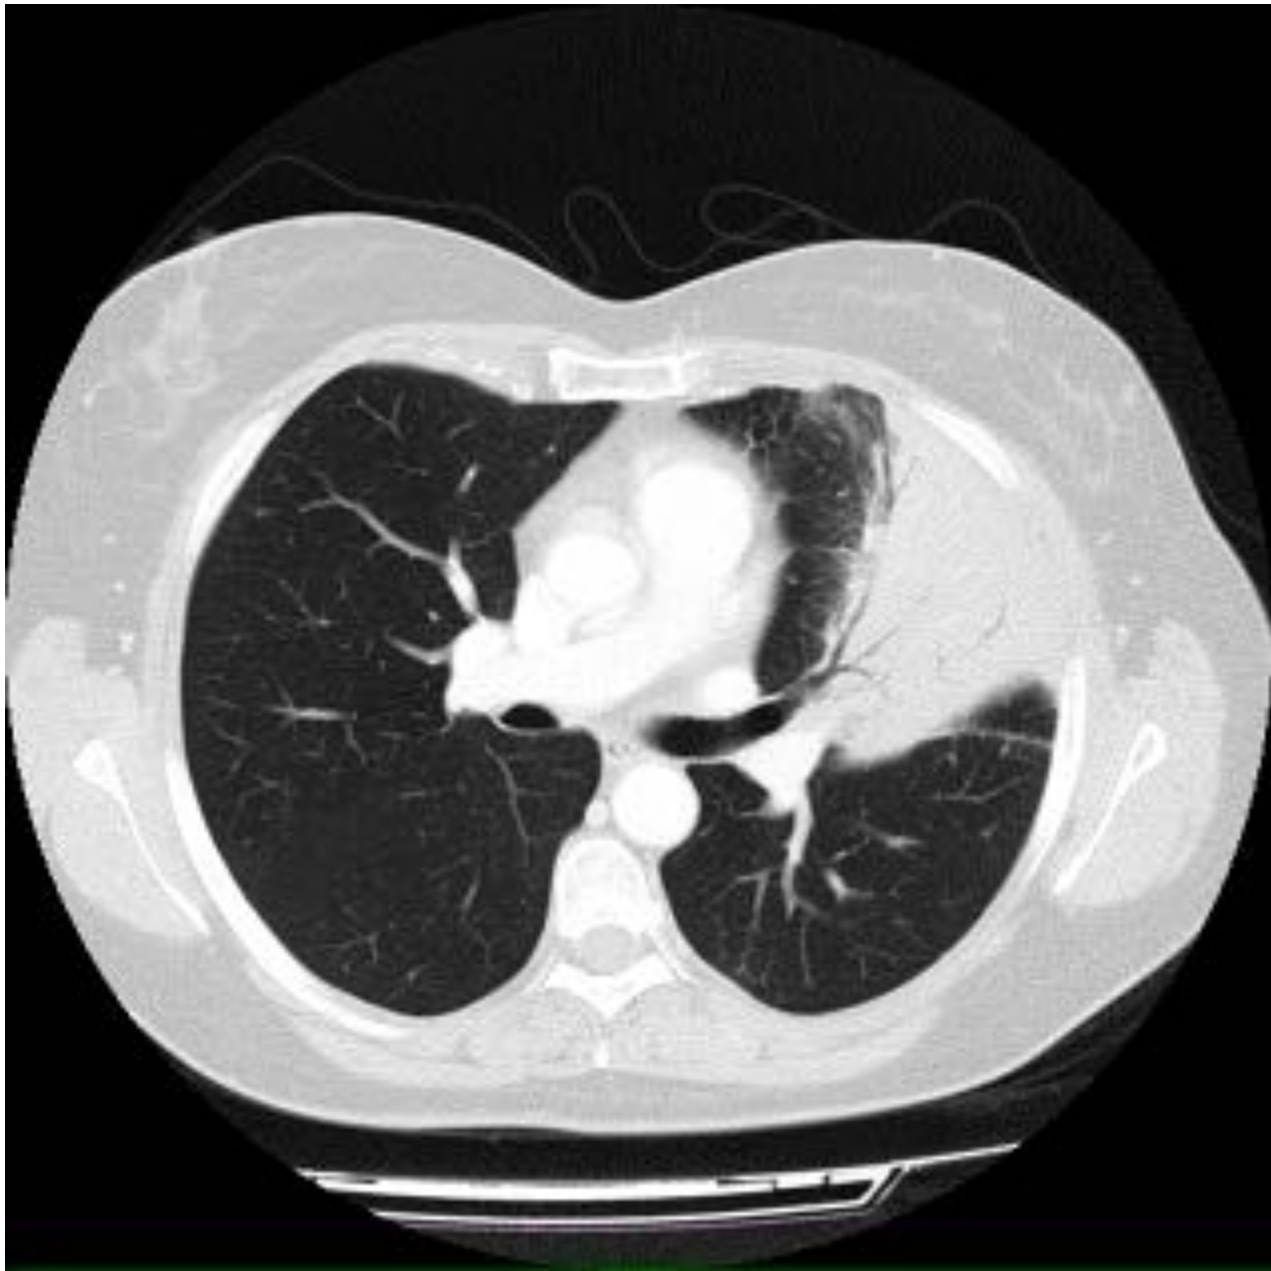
Linfoma pulmonar primario. TC en ventana de parénquima pulmonar con condensación con broncograma aéreo del anterior paciente de la figura 12
